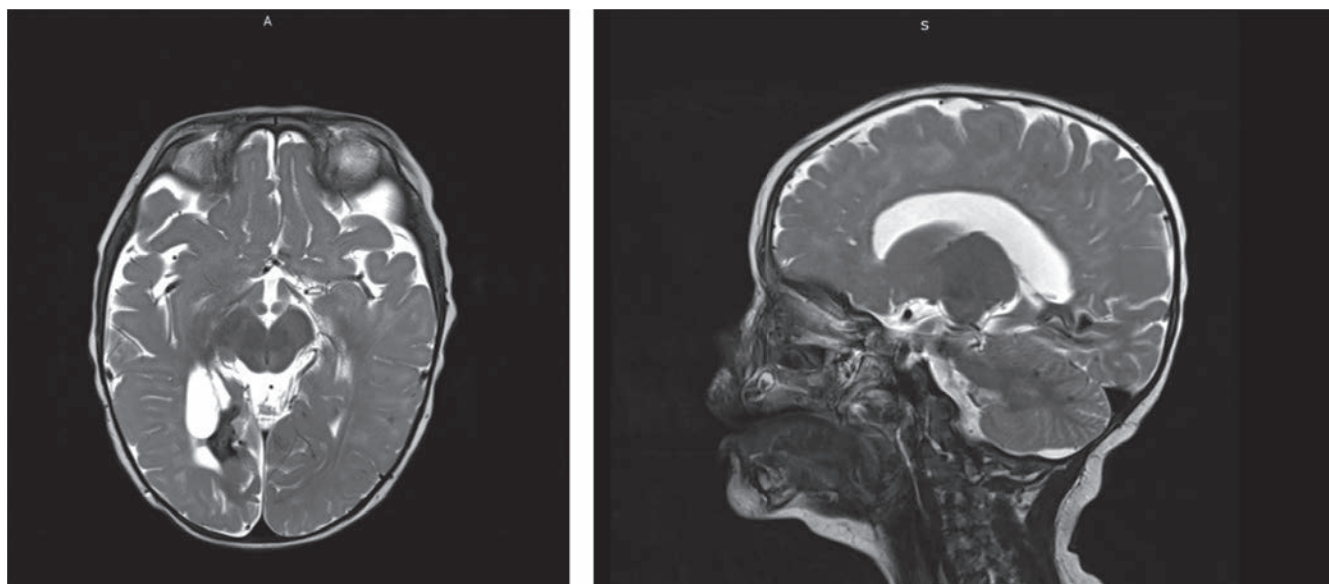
МРТ головного мозга с контрастным усилением после 2 курсов полихимиотерапии на основе венетоклакса
